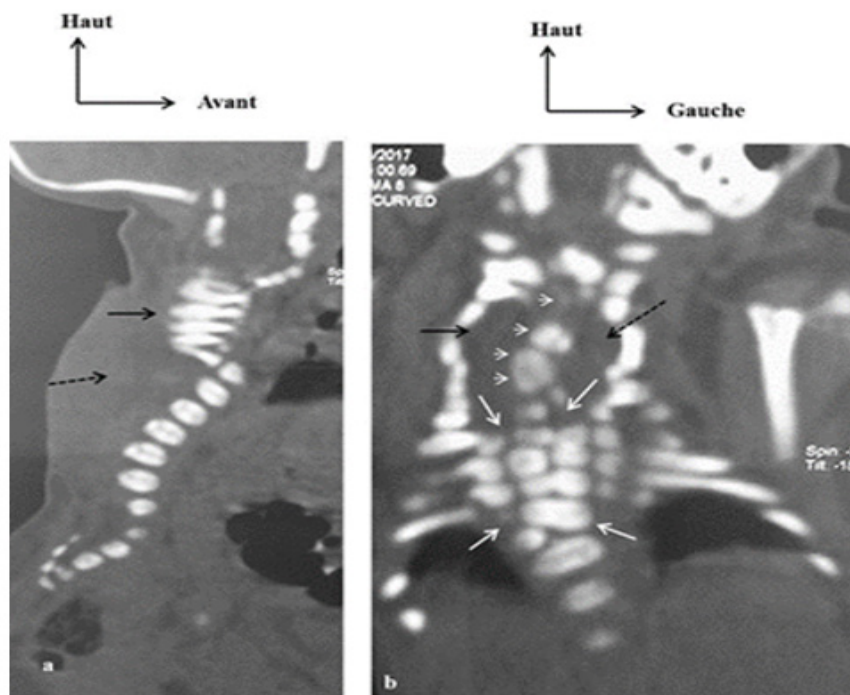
Reformations TDM montrant les malformations vertébrales. En a, le plan sagittal montre une cyphose cervicale basse (flèche pleine) ainsi qu'un défaut de fermeture des arcs postérieurs des vertèbres dorsales et lombaires (flèche discontinue). En b le plan coronal montre les deux canaux rachidiens, chacun avec sa moelle et ses enveloppes propres (flèches noires), séparés par un éperon osseux (têtes de flèche), et des hémivertèbres (flèches blanches)
